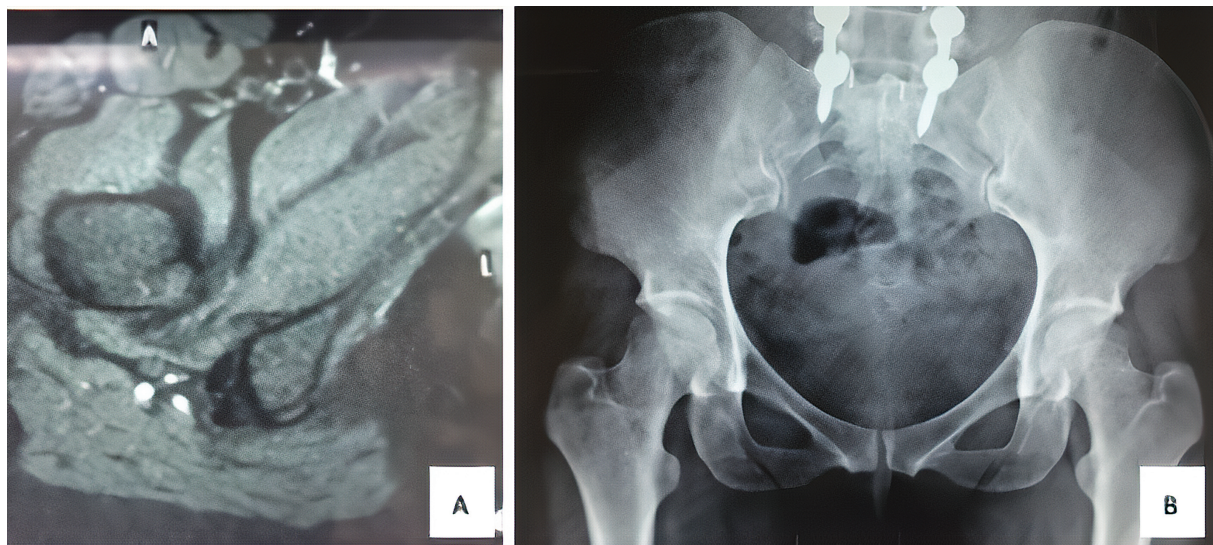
Ressonância nuclear magnética (A) e radiografia pré-operatórias (B) da paciente 1.
